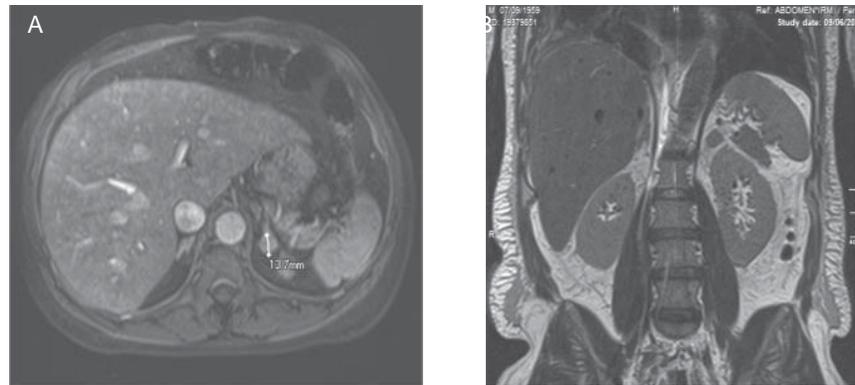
Imágenes de resonancia magnética de abdomen, en las que se observa masa en la glándula suprarrenal izquierda de 13 mm de diámetro en corte axial potenciado T1 (A), y en corte coronal potenciado T2 (B, punta de flecha) de bordes definidos. La glándula suprarrenal derecha es normal.
